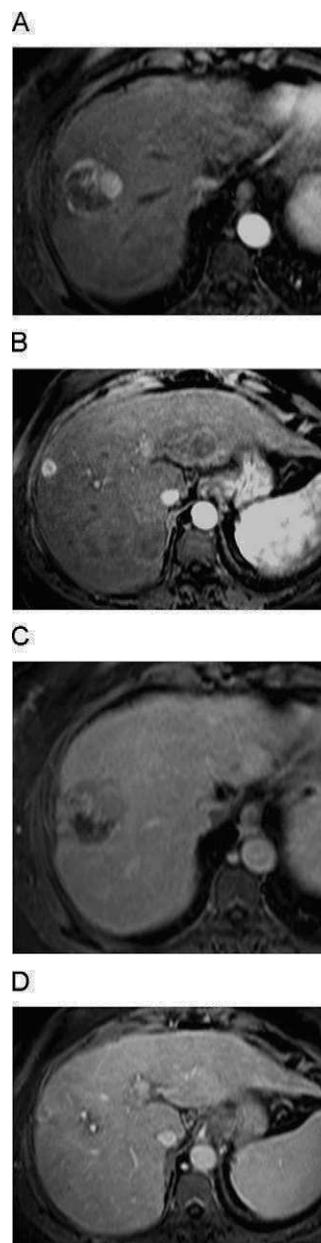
CHC. Nódulo principal de 31 mm en el segmento anterior del lóbulo hepático derecho. A) El estudio dinámico RM en fase arterial muestra un CHC hipervascular. B) Nódulo satélite caudal al nódulo principal, con evidente realce arterial. C y D) La RM en fase venosa muestra lavado del nódulo principal y del nódulo adicional que corresponde a la lesión tumoral satélite.
